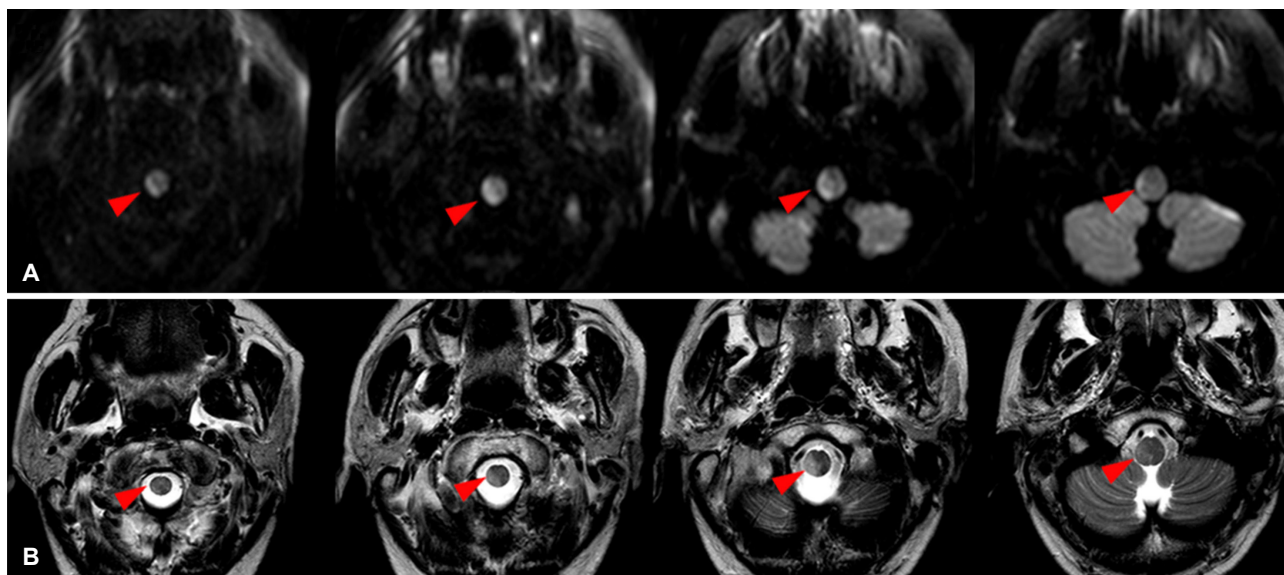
Follow-up brain diffusion-weighted images (A, upper panel) and T2-weighted images (B, lower panel) of case 1. High signal intensity lesion of the lateral medulla, first seen on the initial images, is further extended dorsomedially (red arrowheads).
